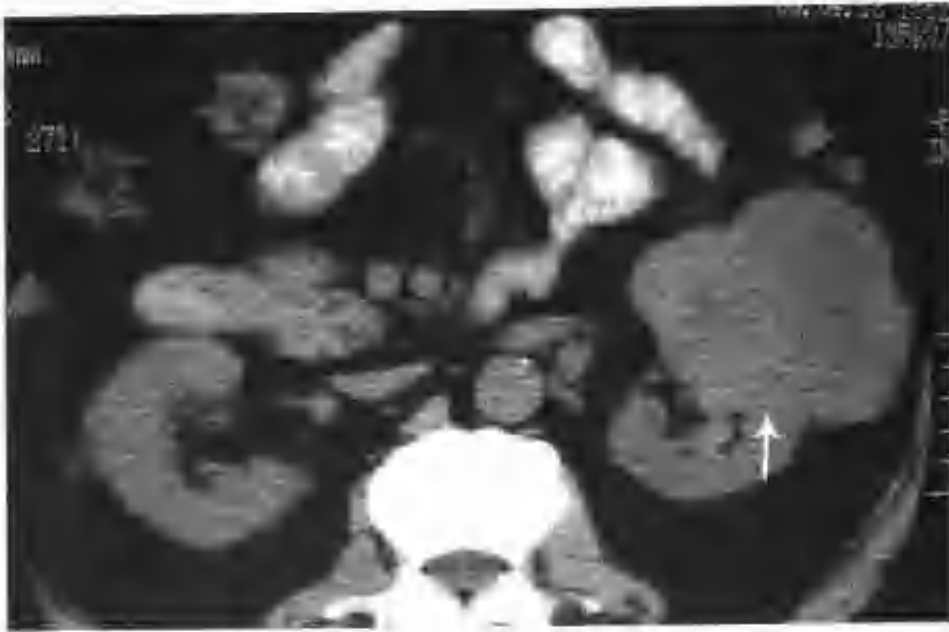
左肾透明细胞癌 (CT 检查发现左肾有一个 $7\text{cm} \times 7\text{cm} \times 8\text{cm}$ 的分叶状偏心性生长的稍低密度肿块 (箭头))
